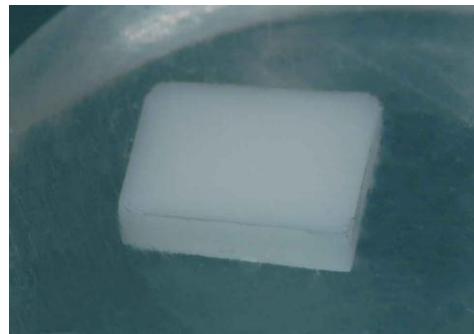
Aspecto da amostra após o jateamento e a limpeza em cuba ultrassonica e água destilada.
